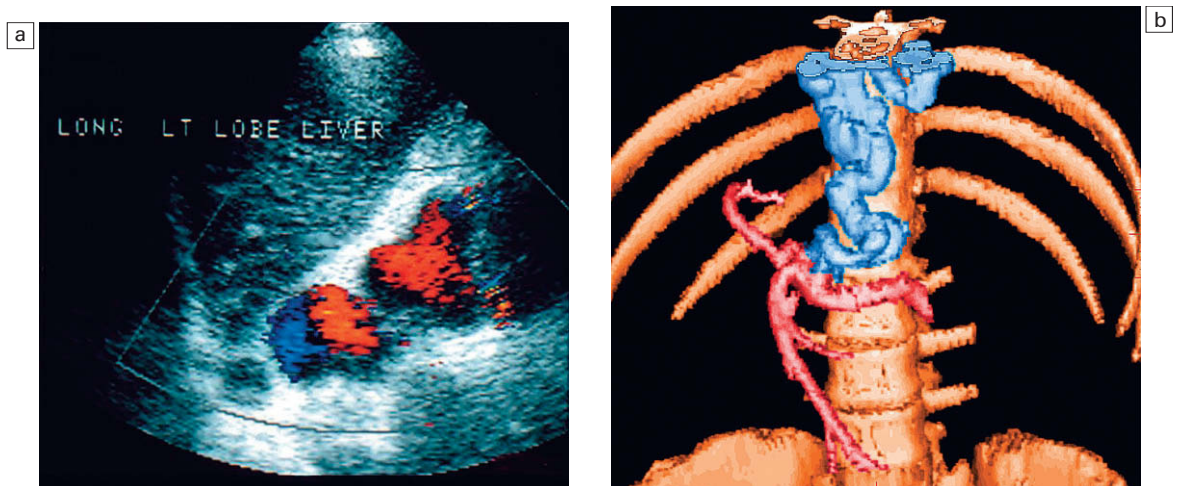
a) Imagen longitudinal de Doppler color en la línea media de un paciente con hipertensión portal. Se puede ver una gran variz gástrica izquierda tortuosa que discurre desde la zona del tronco celiaco hacia la unión gastroesofágica. Mientras que las varices gástricas cortas tienden a formar un plexo de vasos pequeños, la variz gástrica izquierda suele ser un vaso único grande y tortuoso. b) Imagen de sombreado de superficie que muestra una reconstrucción tridimensional de la vascularización portal. El sistema venoso portal aparece coloreado en rojo. El vaso representa una gran variz esofágica izquierda. Obsérvese la naturaleza tortuosa de este vaso a medida que discurre cefálicamente, que se ramifica finalmente en múltiples varices esofágicas.
